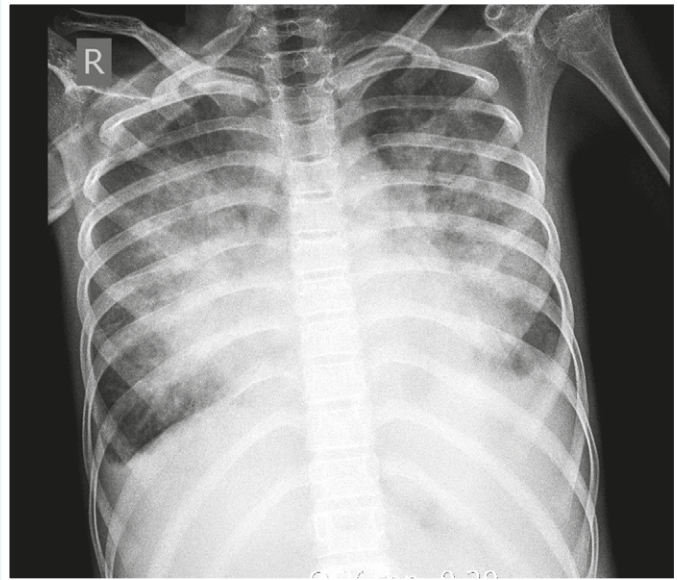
Рентгенологічне дослідження органів грудної клітки. Набряк легенів і двобічний плеврит.
